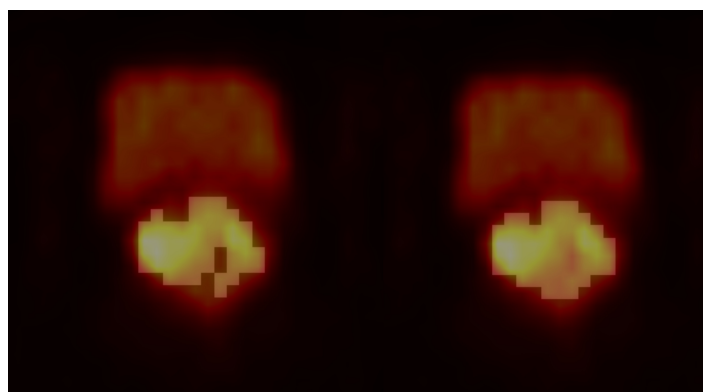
Corte de la imagen segmentada de la lesión de cuello de útero con umbrales del 60% y 30% de SUV_{max} .
